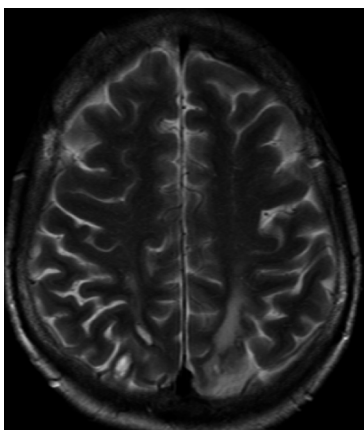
Axial T2-weighted image demonstrated almost normal appearance 6 months after PRES occurrence.
